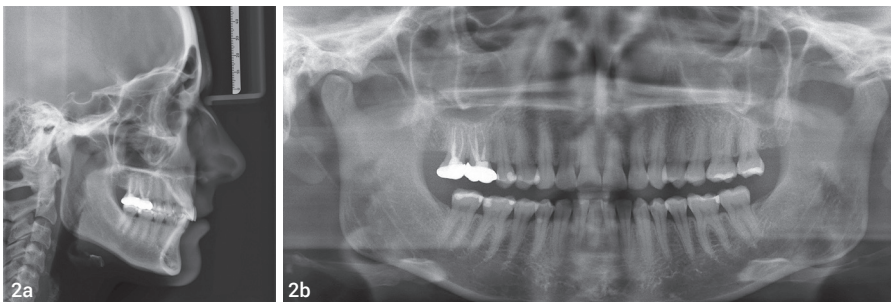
Initiale Fernröntgenseitenaufnahme. Abb. 2b: Orthopantomogramm bei Behandlungsbeginn.
